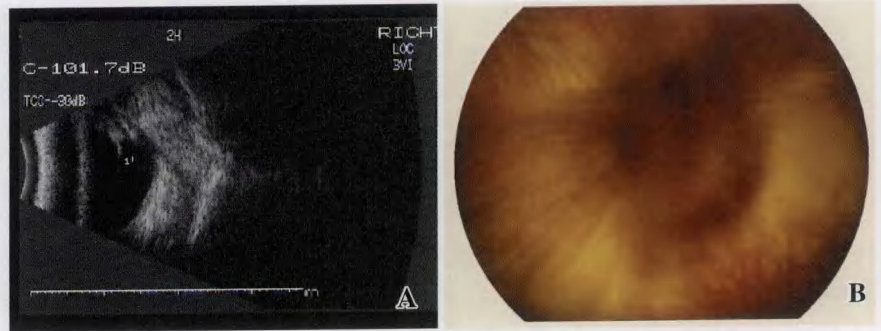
兔眼玻璃体腔注入成纤维细胞和 blank-PLA-MS 21 d 示玻璃体混浊及部分视网膜脱离 (PVR II 级) A;B 型超声检查 B:眼底照相
